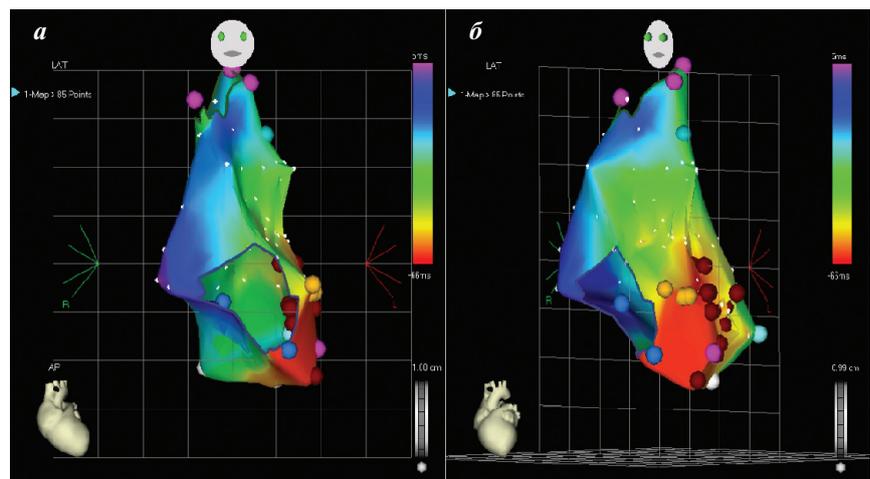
Электроанатомическая реконструкция правого предсердия с применением системы CARTO у пациентки Г. в возрасте 5 мес. Зона наиболее ранней активации (указана красным) - в области треугольника Коха. Нанесена серия РЧА (55 °С - 25 Вт). Время рентгеноскопии - 5 мин. (а - прямая проекция; б - левая косая проекция. Оранжевые точки - пучок Гиса, фиолетовые - устье верхней полой вены, красные - места нанесения РЧА).
